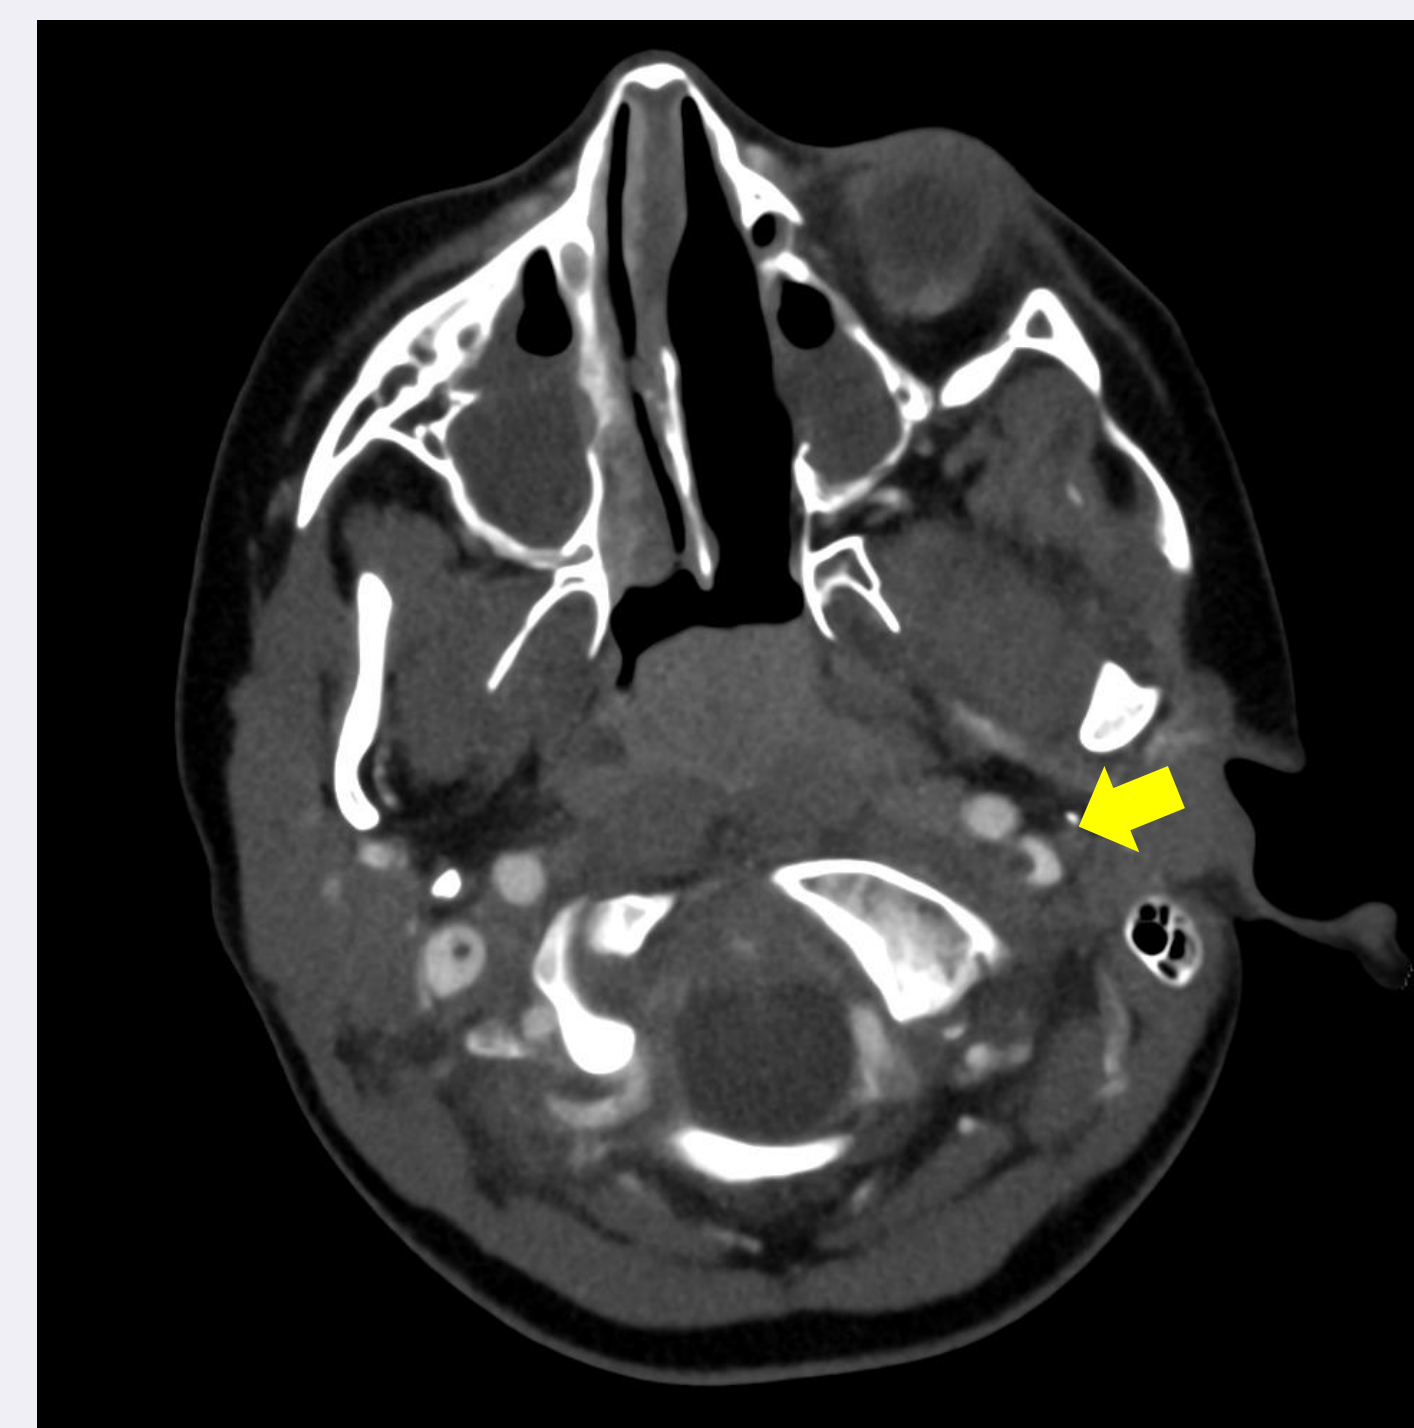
TC cervical: cambios flemonosos en espacio masticador derecho y trombosis venosa yugular bilateral.
